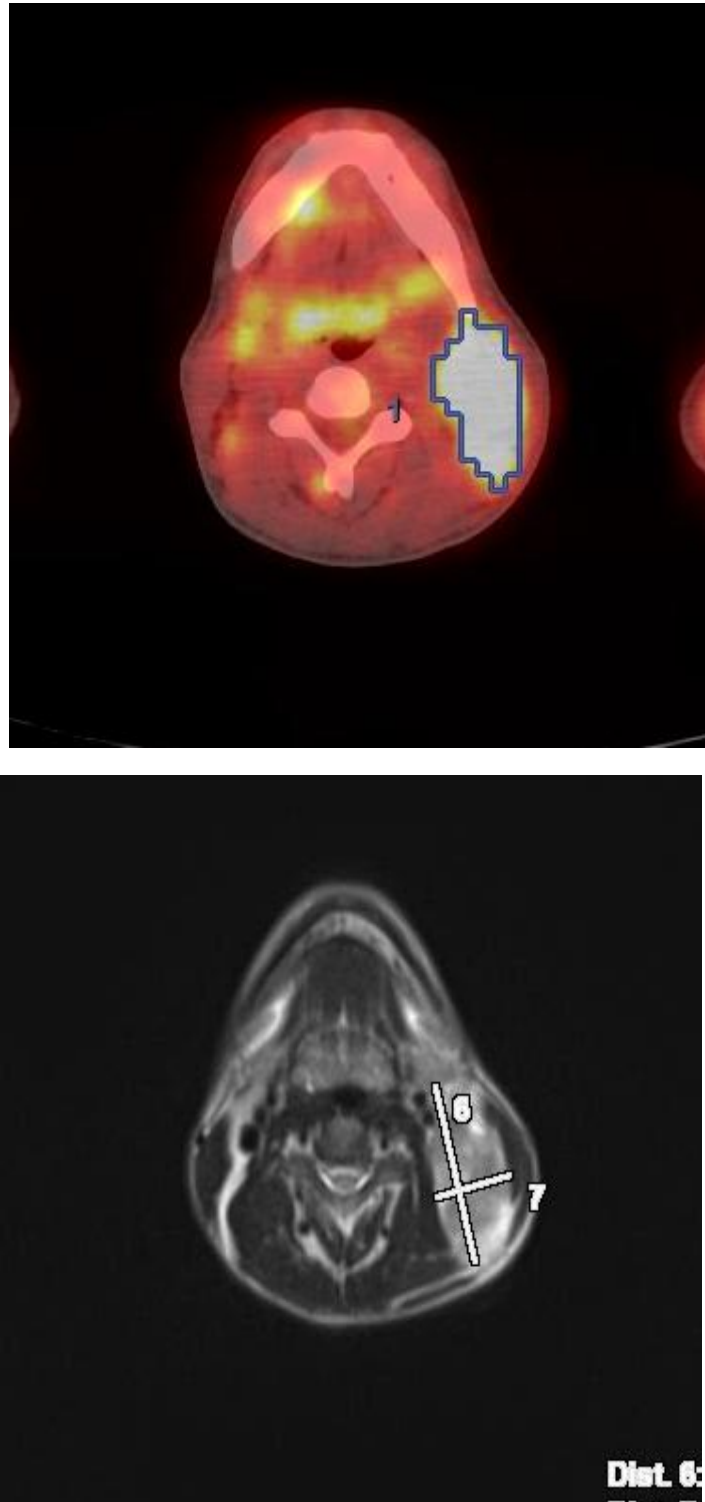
Лимфома Ходжкина, нодулярный склероз второго типа, IV A стадия с поражением легких, лимфоузлов средостения, шейных, надключичных, ворот печени. МПИ 4. Конгломерат шейных лимфоузлов слева. а) ПЭТ/КТ с ФДГ; б) ДВ МРТ.
